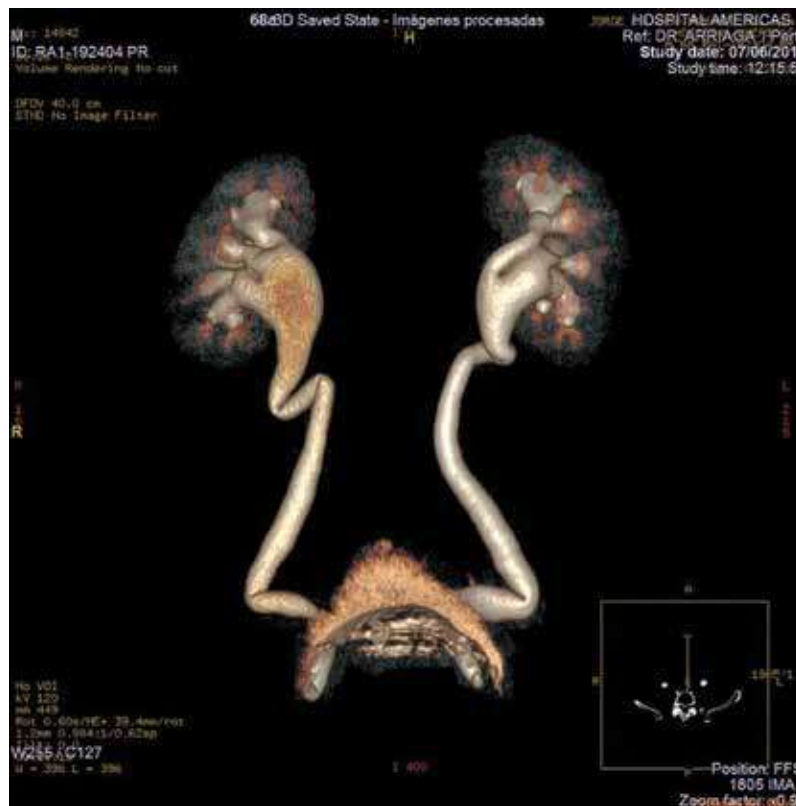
Reconstrucción 3D de Tomografía Axial Computada. Sistema urinario con dilatación ureteral e hidronefrosis bilateral, defecto de llenado vesical por presencia de Hiperplasia Prostática Gigante.
